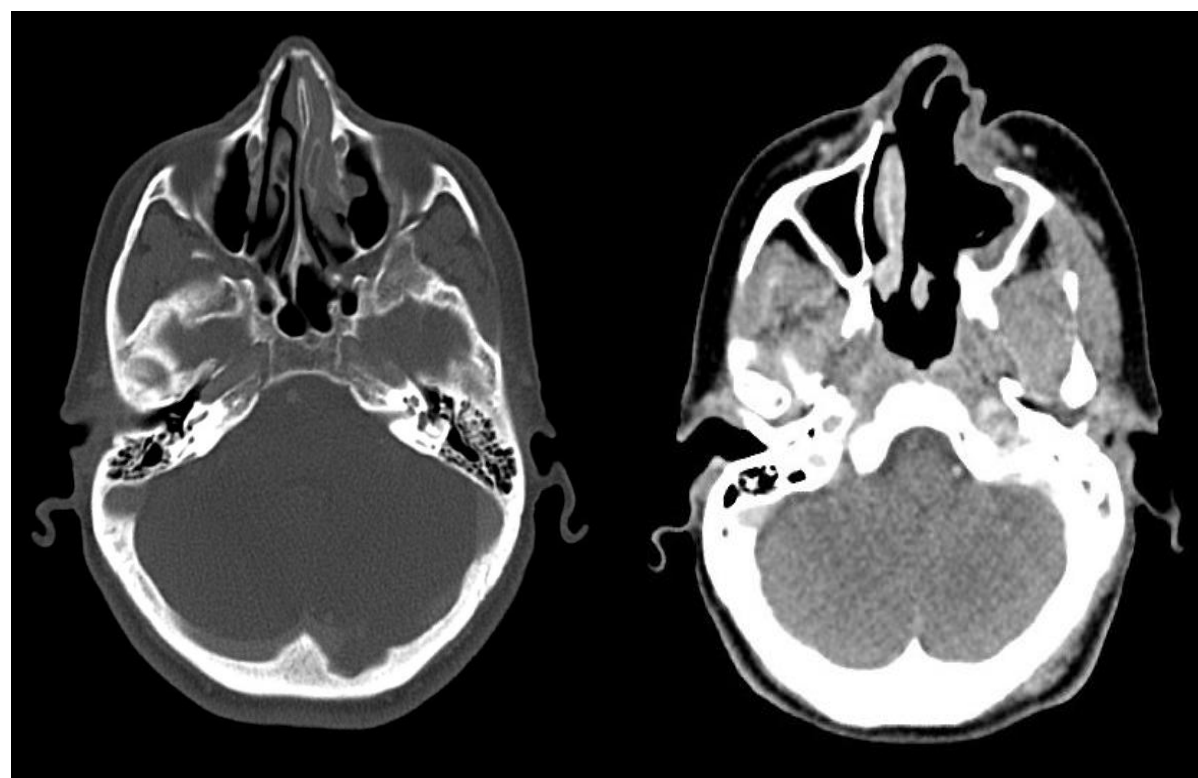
CT-Bilder des sinunasalen Melanoms prä- und postoperativ
